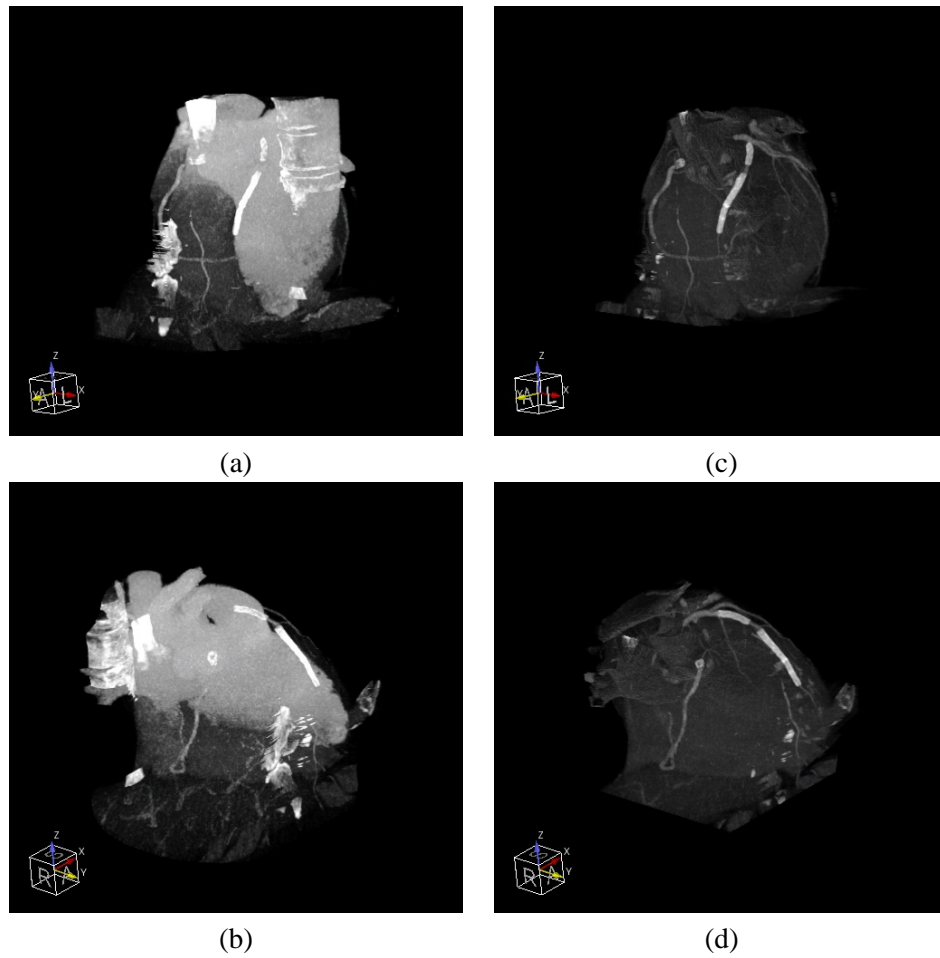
3D-Ansichten in *Maximum Intensity*-Projektion des CT-Datensatz CT2.mhd (a) – (b) Anwendung der Herzmaske nach dem Verfahren von [Jäh]. (c) – (d) Anwendung der in dieser Arbeit erweiterten Herzmaske.
